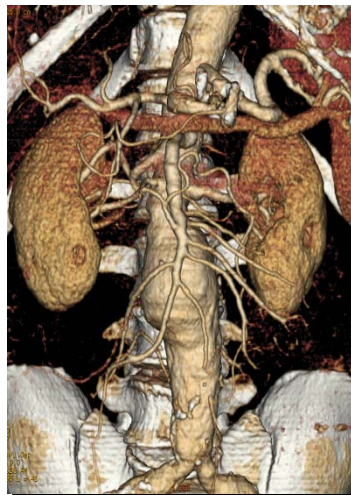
TAC de aorta abdominal con reconstrucción 3D (multicorte o multislice) de un AAA infrarenal. Obsérvese el detalle de la arteria mesentérica superior y sus ramas, así como del tronco celíaco.
